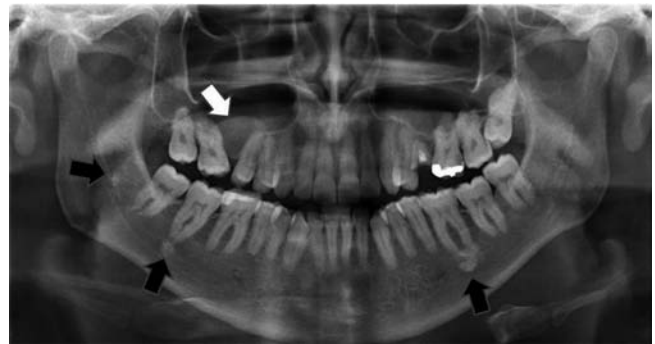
Radiografía panorámica. Se señalan con flechas negras las tres zonas de de mayor densidad en mandíbula. Con flecha blanca se indica la imagen de tejido blando que ocupa parcialmente el seno maxilar derecho.
